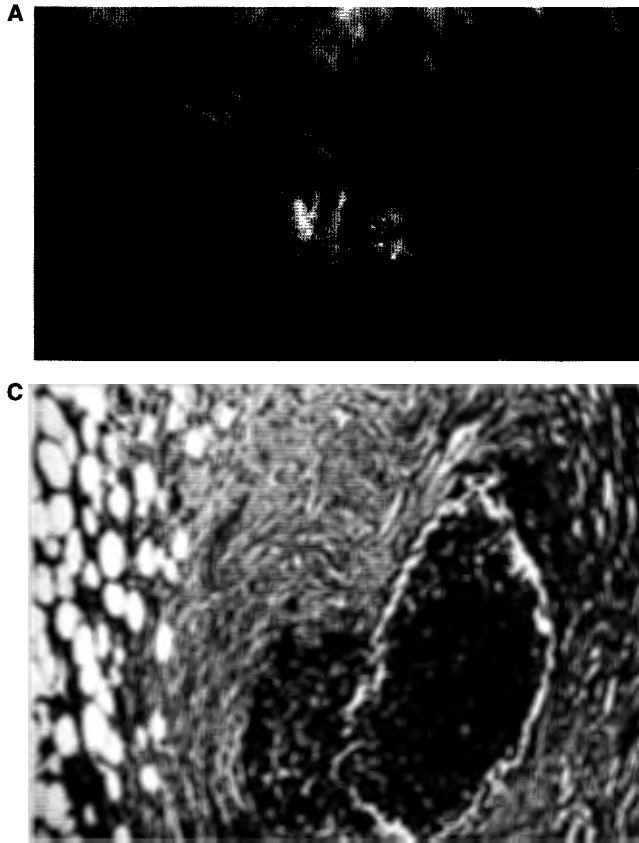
A: Mamografía mostrando calcificaciones granulares sobre un fondo de alta densidad. B: Radiografía de la pieza quirúrgica tras biopsia dirigida. C: Microfotografía mostrando un ductus con carcinoma intraductal de tipo comedo con necrosis y calcificaciones e imágenes de invasión focal del estroma (hematoxilina-eosina, x40).
